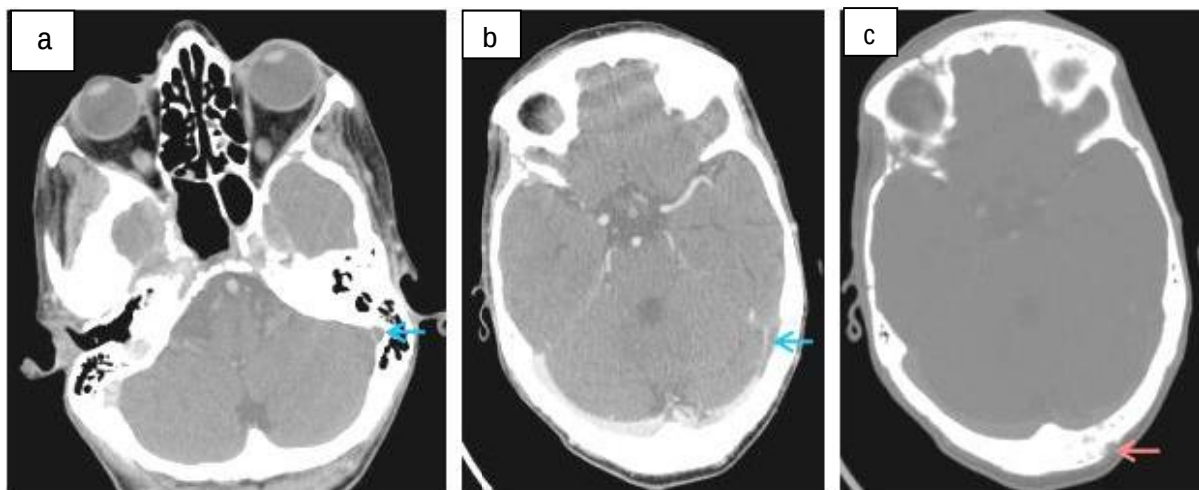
Patiente de 37 ans, suivie pour néo du sein avec métastases hépatiques et osseuses, consulte pour un syndrome d'HTIC. Une TDM cérébrale après contraste en coupe axiale objective un défaut de rehaussement du sinus latéral gauche (a+b) → avec sur la fenêtre osseuse une ostéolyse de la voute crânienne (c) →. Etiologie retenue : TVC de cause néoplasique.
